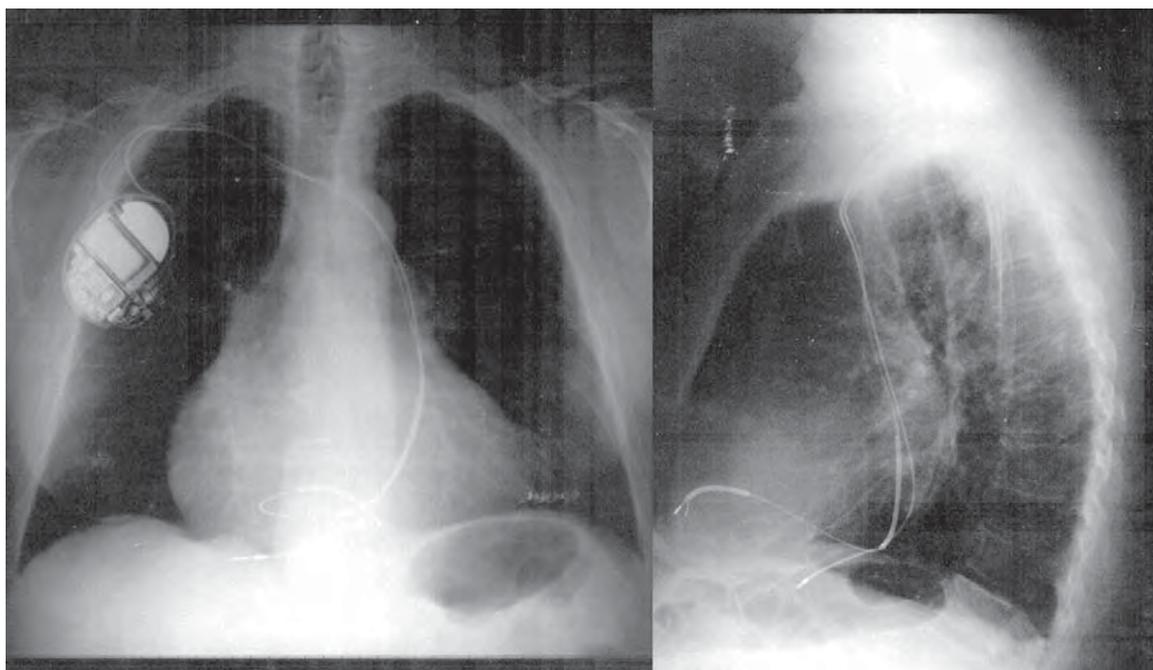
Radiografía de anteroposterior y lateral del implante en la que se observan los cables implantados
